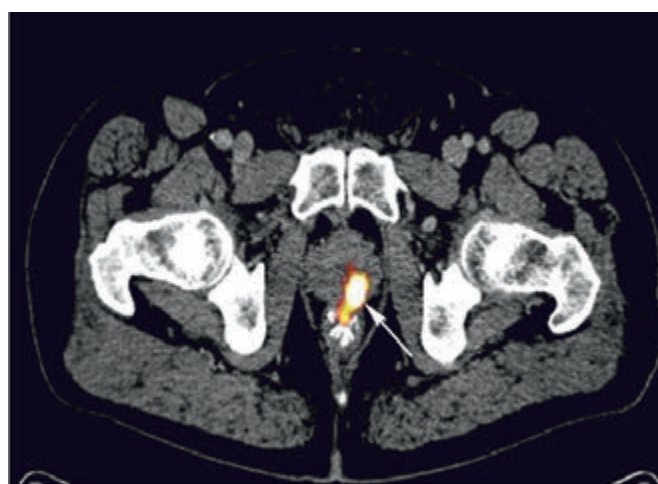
ПЭТ-КТ. Определяется накопление ^{18}F -меченого холина (стрелка) в зоне, соответствующей патологическому образованию, выявленному при УЗИ и МРТ
